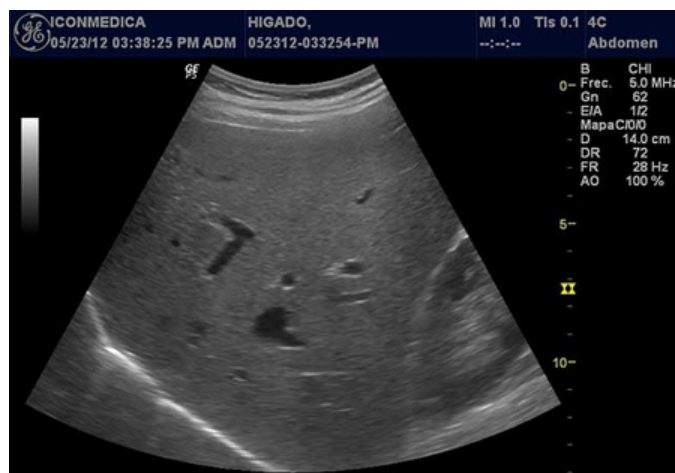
Ultrasonido en Hígado
